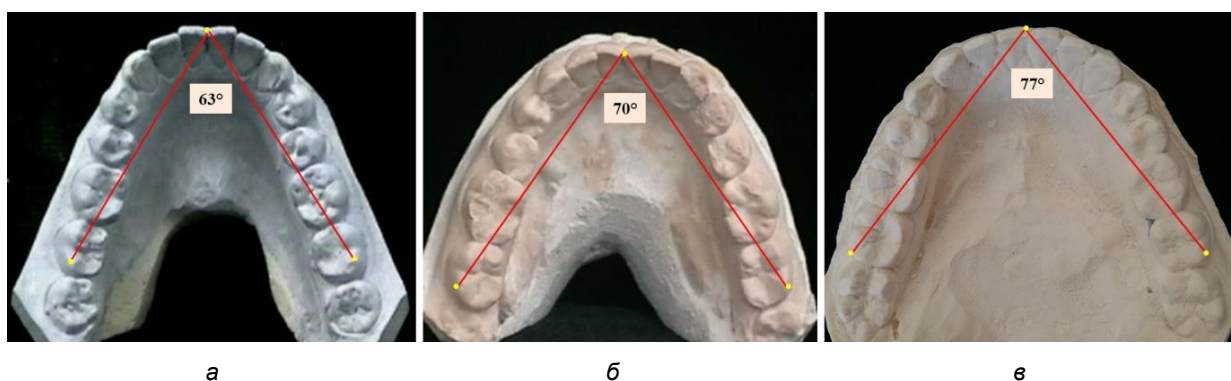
Резцово-молярный угол зубных дуг нижней челюсти протрузионного (а), мезотрузионного (б) и ретрузионного (в) типов
